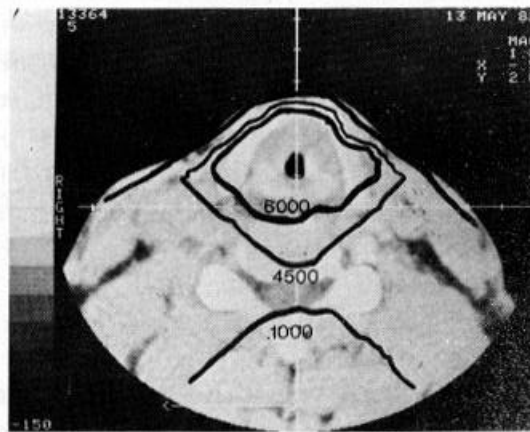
Isodose distribution curve after CT-aided treatment planning. The irradiated volume of surrounding normal soft tissue is much reduced and the dose irradiated to spinal cord is also reduced.
